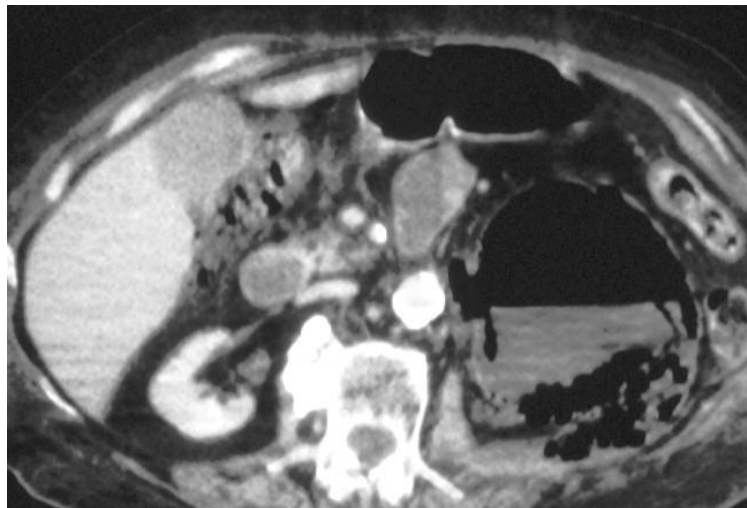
aspect d'une pyélonéphrite emphysemateuse type II sur TDM
